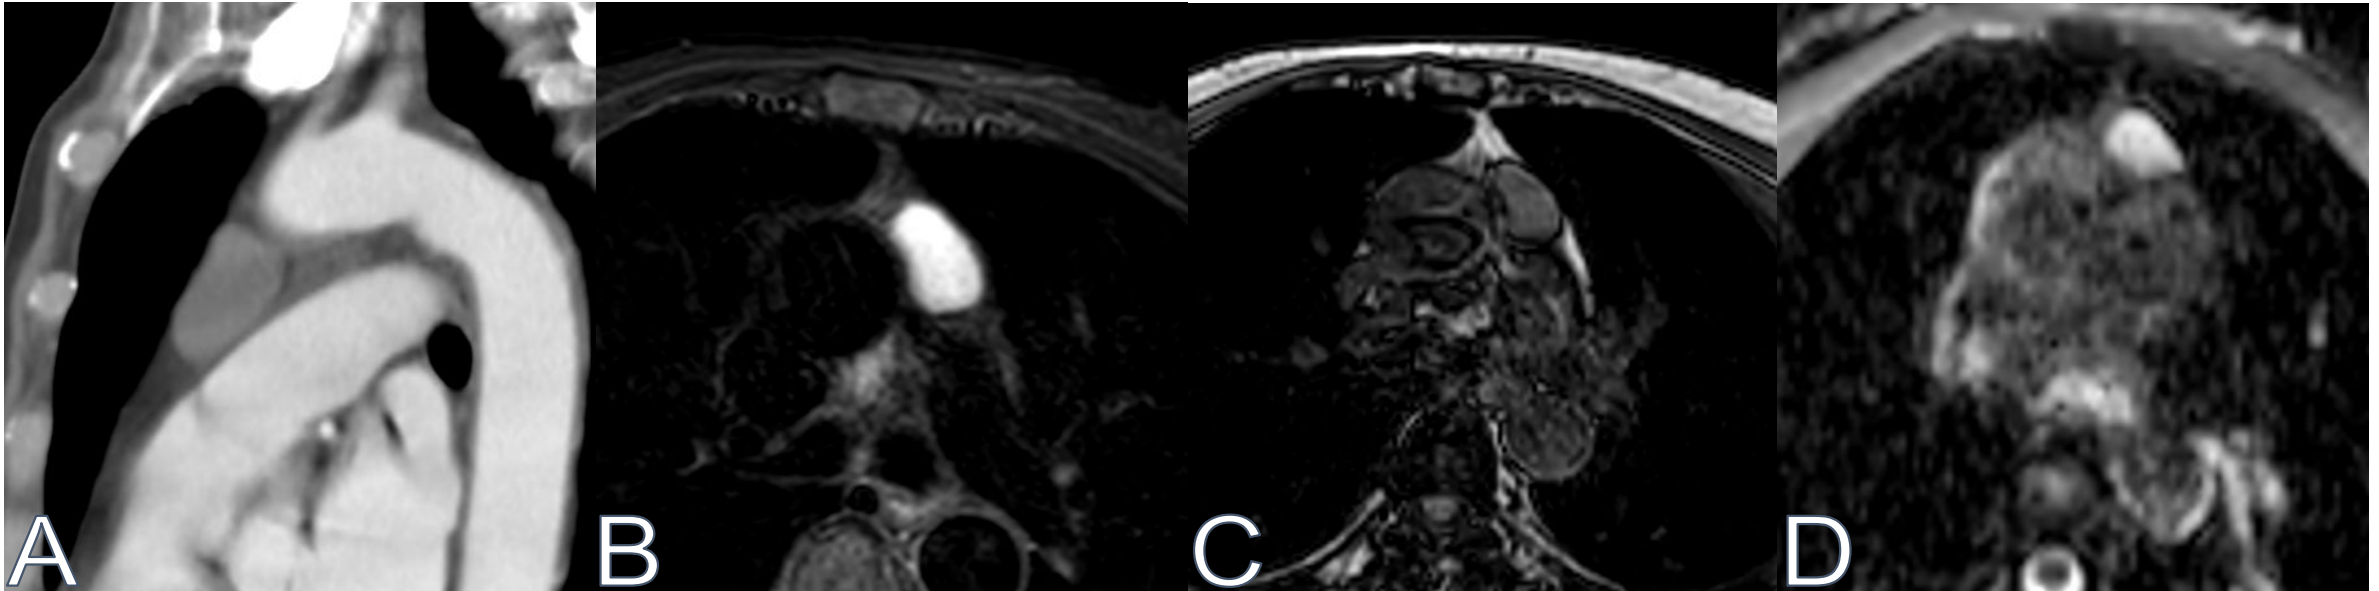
Paciente de 58 años con lesión mediastínica anterior: Lesión nodular en TC con 36 UH (imagen A); hiperintensa en secuencia STIR (imagen B); señal levemente aumentada en T1 fuera fase (imagen C) y alta señal en mapa de ADC (imagen D), hallazgos compatibles con quiste de probable origen tímico con contenido proteico.
